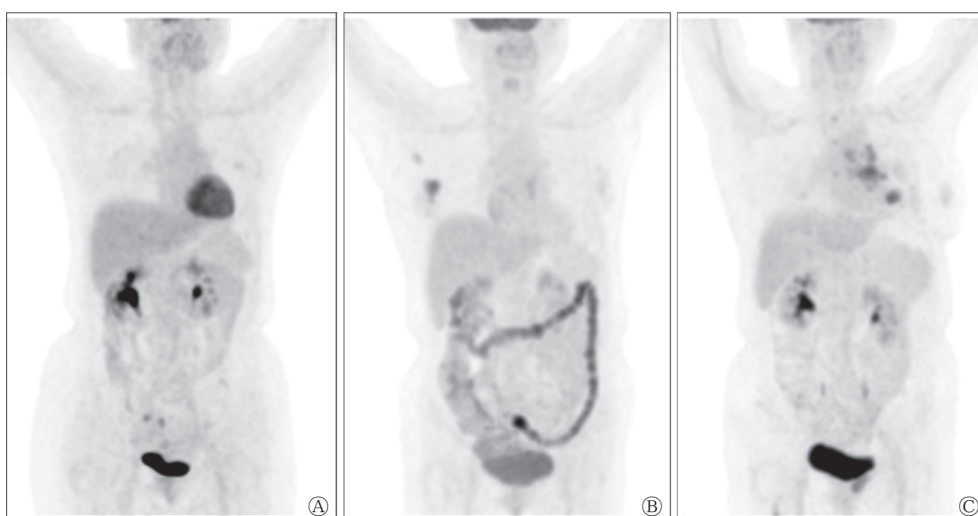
对照受检者和二甲双胍、胰岛素治疗糖尿病患者的 $^{18}F$ -FDG PET/CT显像图 A为对照组受检者(男性, 43岁), 肠道无明显 $^{18}F$ -FDG摄取; B为二甲双胍治疗组的糖尿病患者(男性, 56岁),  $^{18}F$ -FDG沿肠道呈弥漫性和连续性显著摄取, 以结肠为主; C为胰岛素治疗组的糖尿病患者(女性, 61岁), 肠道无明显 $^{18}F$ -FDG摄取。FDG为氟脱氧葡萄糖; PET为正电子发射断层显像术; CT为计算机体层摄影术
